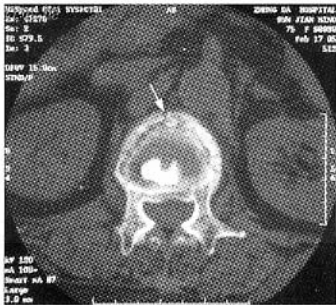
首次 PVP 后 CT 示 L1 椎体前上缘有较多的游离骨碎片无 PMMA 覆盖(箭头)
